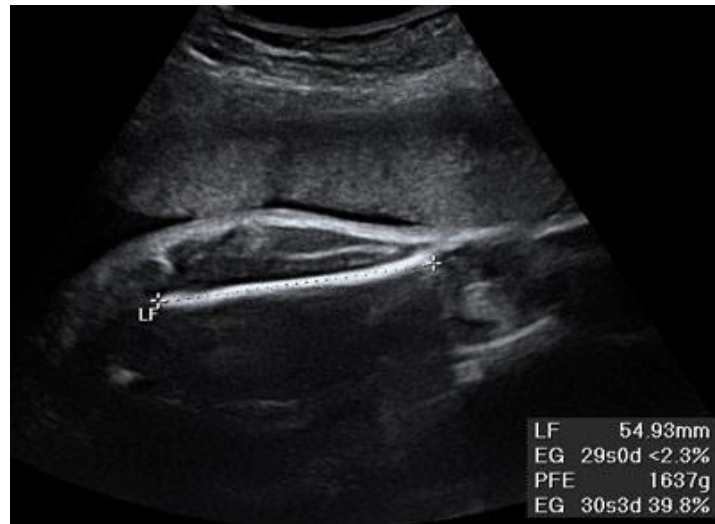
Ecografía fetal que muestra la longitud del fémur fetal
